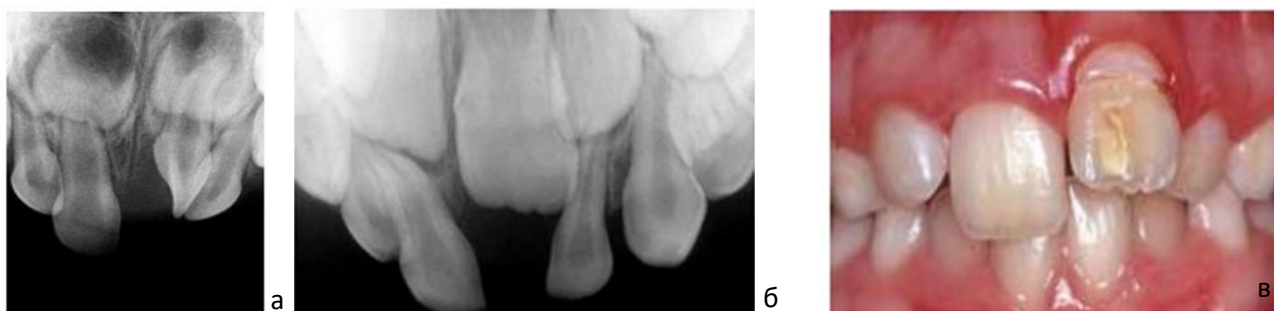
Девочка, 2 года на момент травмы, а: интрузионный вывих 6.1, б и в: 7 лет, рентгенологическая и клиническая картина гипоминерализации и циркулярной гипоплазии зуба 2.1
